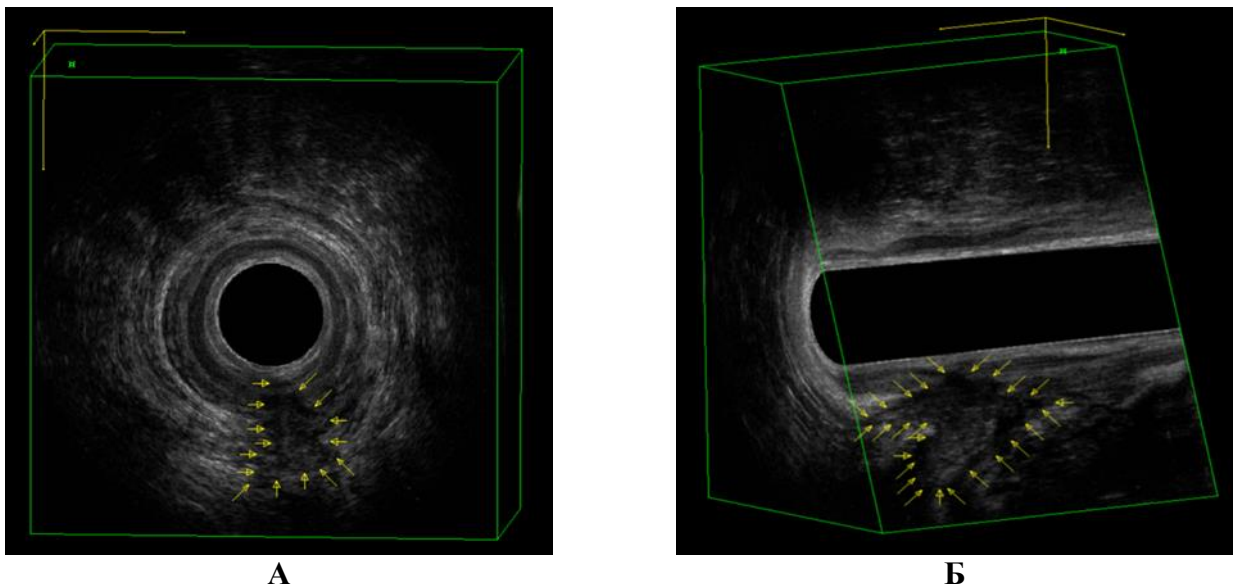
Ультрасонограмма (3D ЭУЗИ). Пациент Г., и/б № 1636/2019. А. Аксиальный срез (затек в ишиоанальной клетчатке); Б. Сагиттальный срез (затек в ишиоанальной и пельвиоректальной клетчатке).
